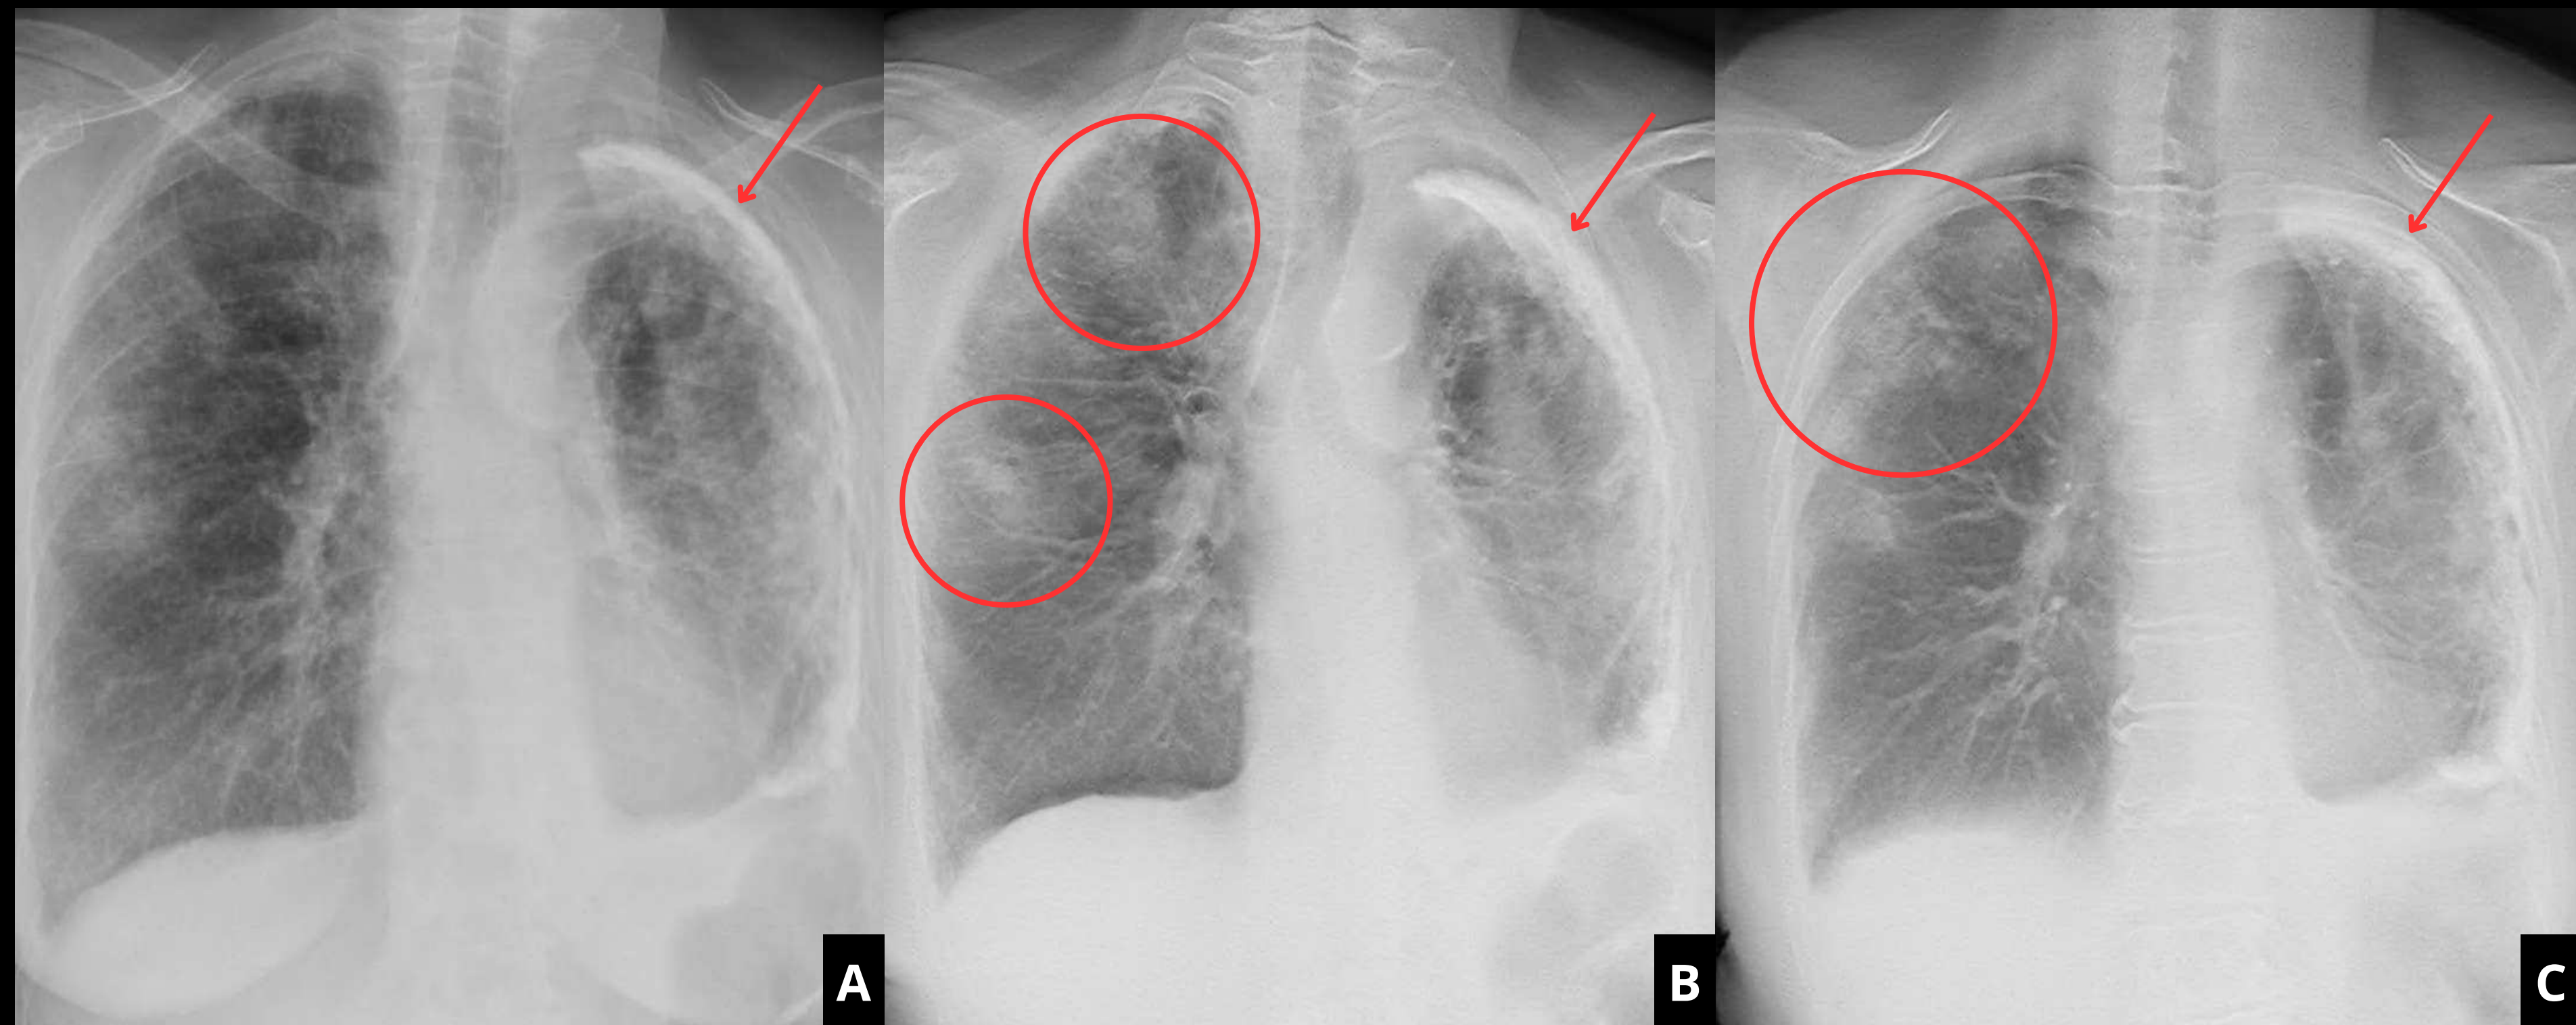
Radiografía de tórax PA (A) de un paciente con paquipleuritis (flechas rojas), que no permite una adecuada valoración del parénquima. En la tomosíntesis (B y C) realizada se observan opacidades algodonosas en los campos pulmonares medio y superior derechos, compatibles en el contexto clínico infeccioso de la paciente con neumonía.
